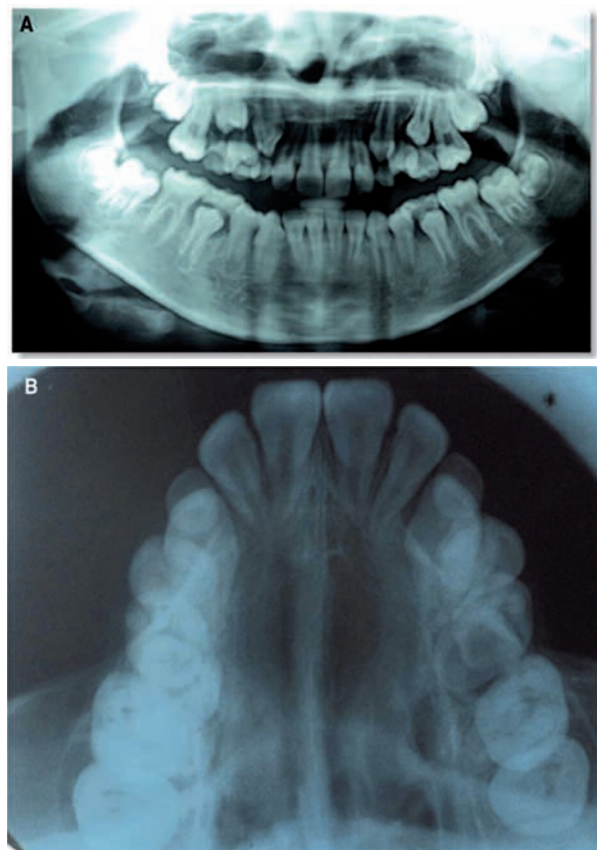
Radiografía panorámica y radiografía oclusal superior, no se observa alteración ósea.
